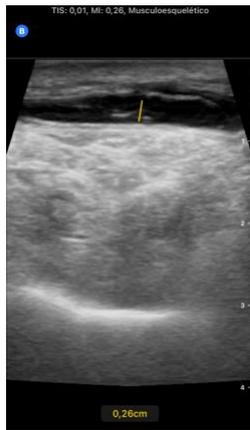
plano a nivel cuadricipital de paciente ingresada en HADO con celulitis con mala evolución, con hallazgo de aumento ecogenicidad muscular y edema muscular que hizo sospechar posible afectación de planos profundos que se descartó finalmente mediante tomografía computarizada.
